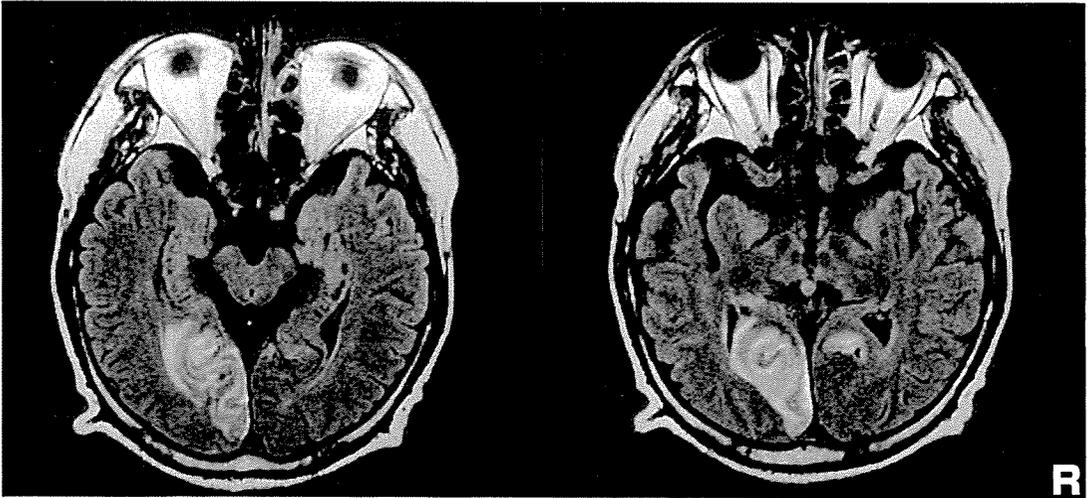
頭部MRI (FLAIR 画像) 左後大脳動脈領域, 右脳梁膨大後域に梗塞を示唆する所見を認めたが, 右海馬および海馬傍回には病変を認めなかった
